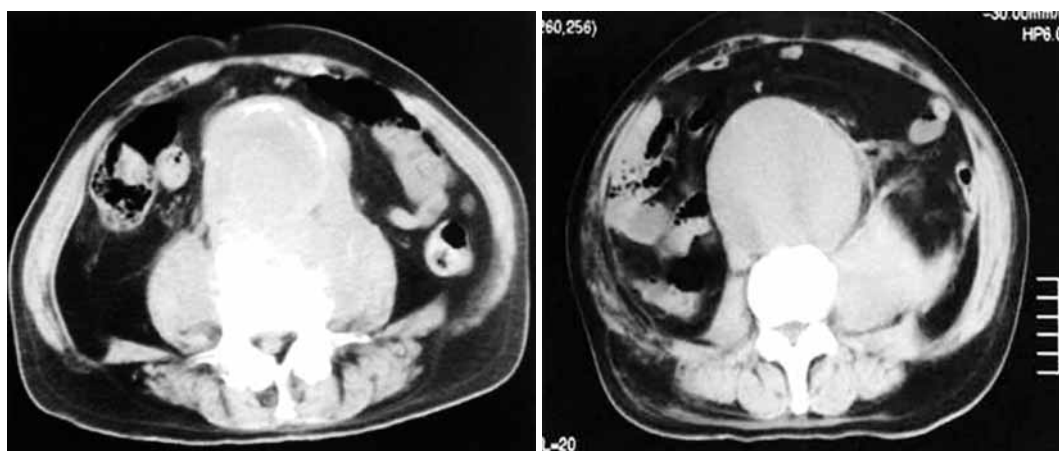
A typical preoperative computed tomography with lumbago as initial symptom.
